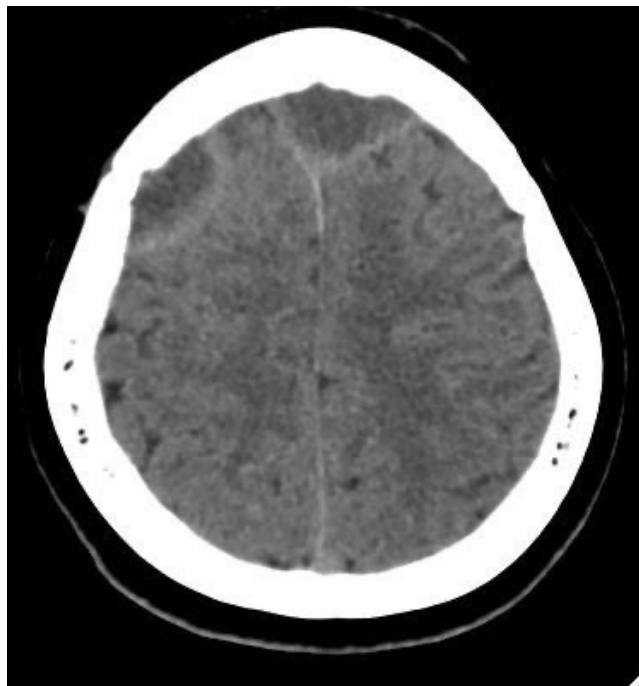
TC simple de cráneo, corte axial, se observan imágenes hipodensas con halo hiperdenso perilesional, focales localizadas en región frontal bilateral y parietal derecho, en relación a empiema epidural
